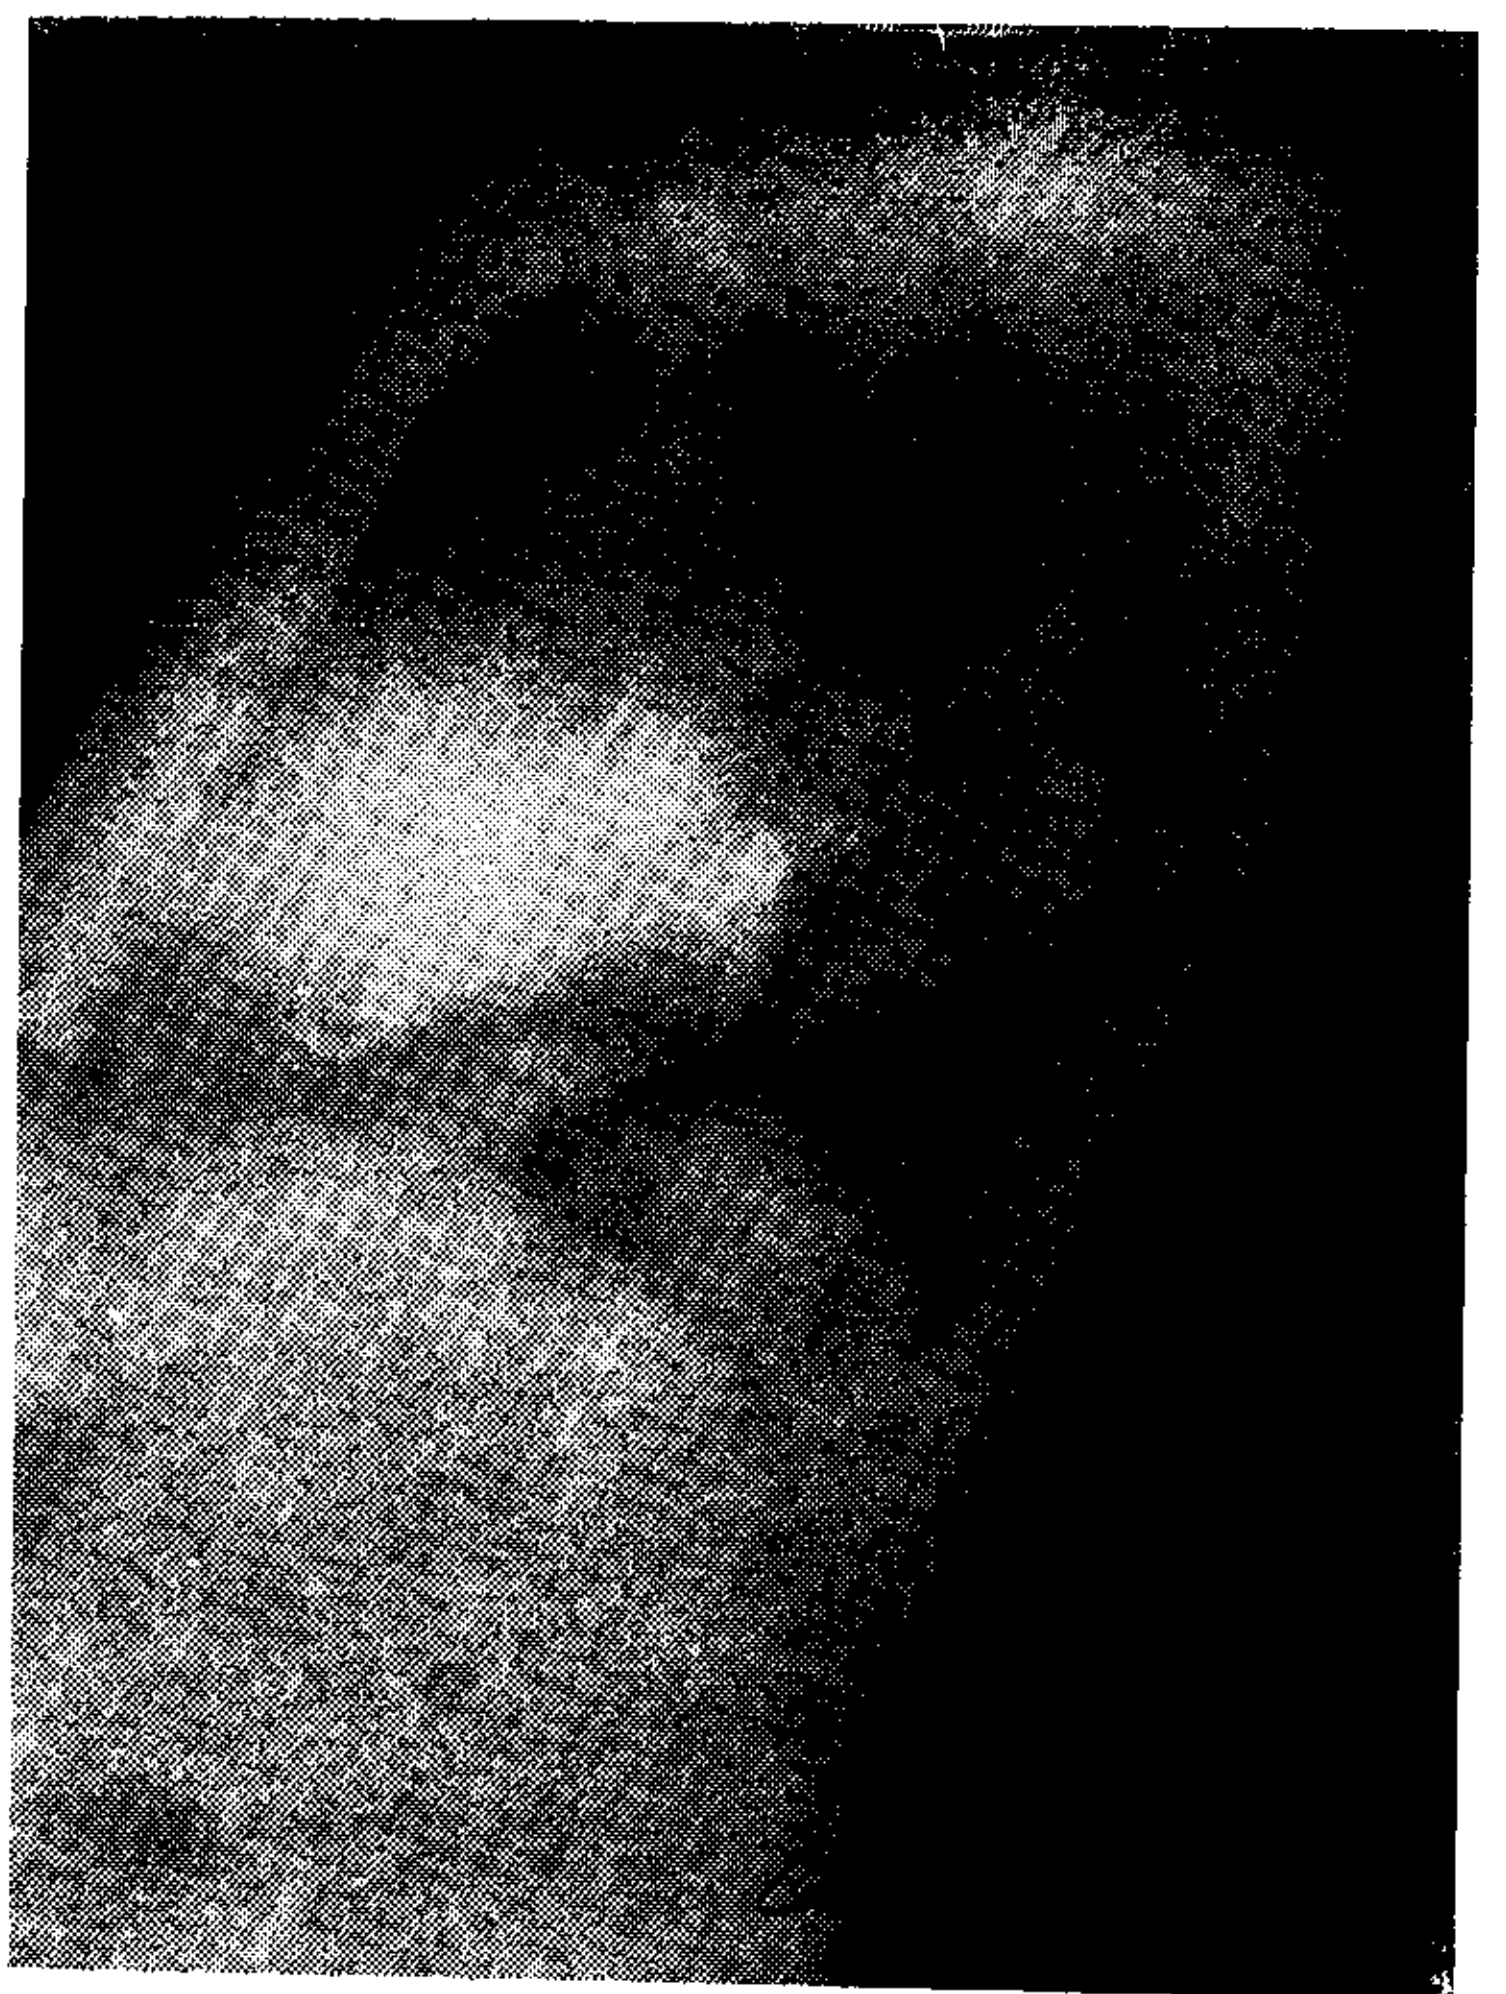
Radiografía de perfil demostrando el catéter que describe un bucle inusual.
